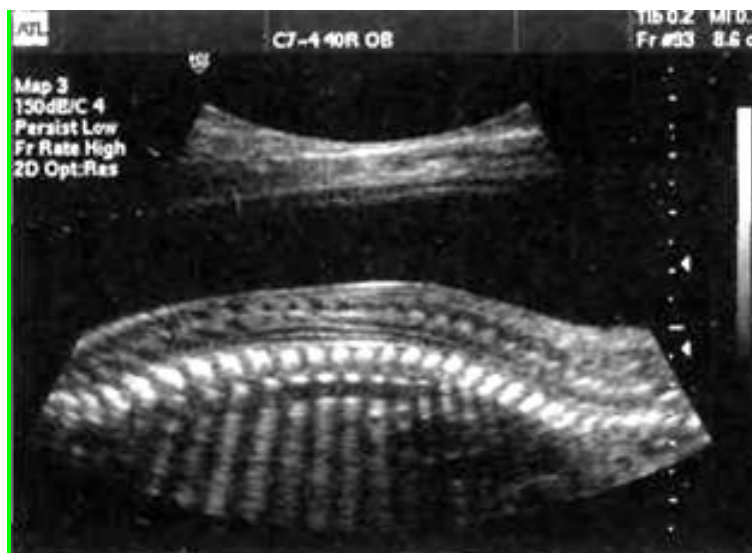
Позвоночник плода (УЗИ, 2-й триместр).
